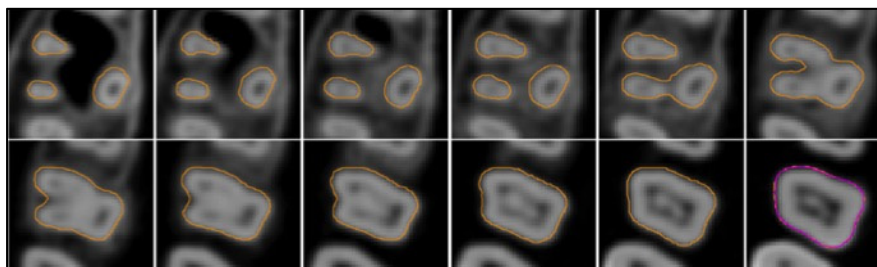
Segmentation dentaire à partir d'images CT
